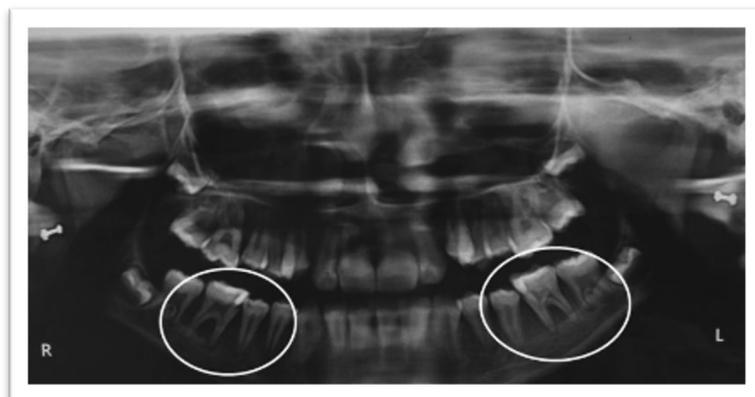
Orthopantomogramme d'une enfant âgée de 11 ans, atteinte de neutropénie congénitale sévère. Des alvéolyses, presque terminales, sont mises en évidence en regard des dents 36 et 46 (55).
